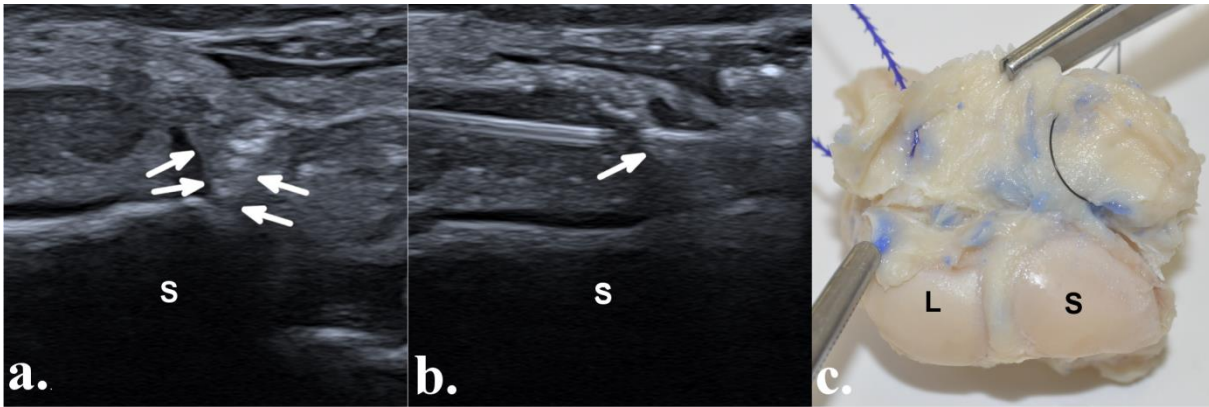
Corrélation écho-anatomique. (a) Repérage échographique de la structure cible dans le plan sagittal montrant sa limite latérale, au niveau de la corticale dorsale du scaphoïde (S) sous la forme d'une structure hyperéchogène, d'orientation sagittale (flèches), transfixiée échographiquement par un fil (b) ; (c) vue de la cible, marquée échographiquement au niveau de ses limites médiale en regard du lunatum (L) et latérale en regard du scaphoïde (S), après dissection chirurgicale et isolation de la première rangée du carpe. La dissection confirme que les fils de marquage échographique se situent au niveau des limites médiale et latérale du DCSS.
